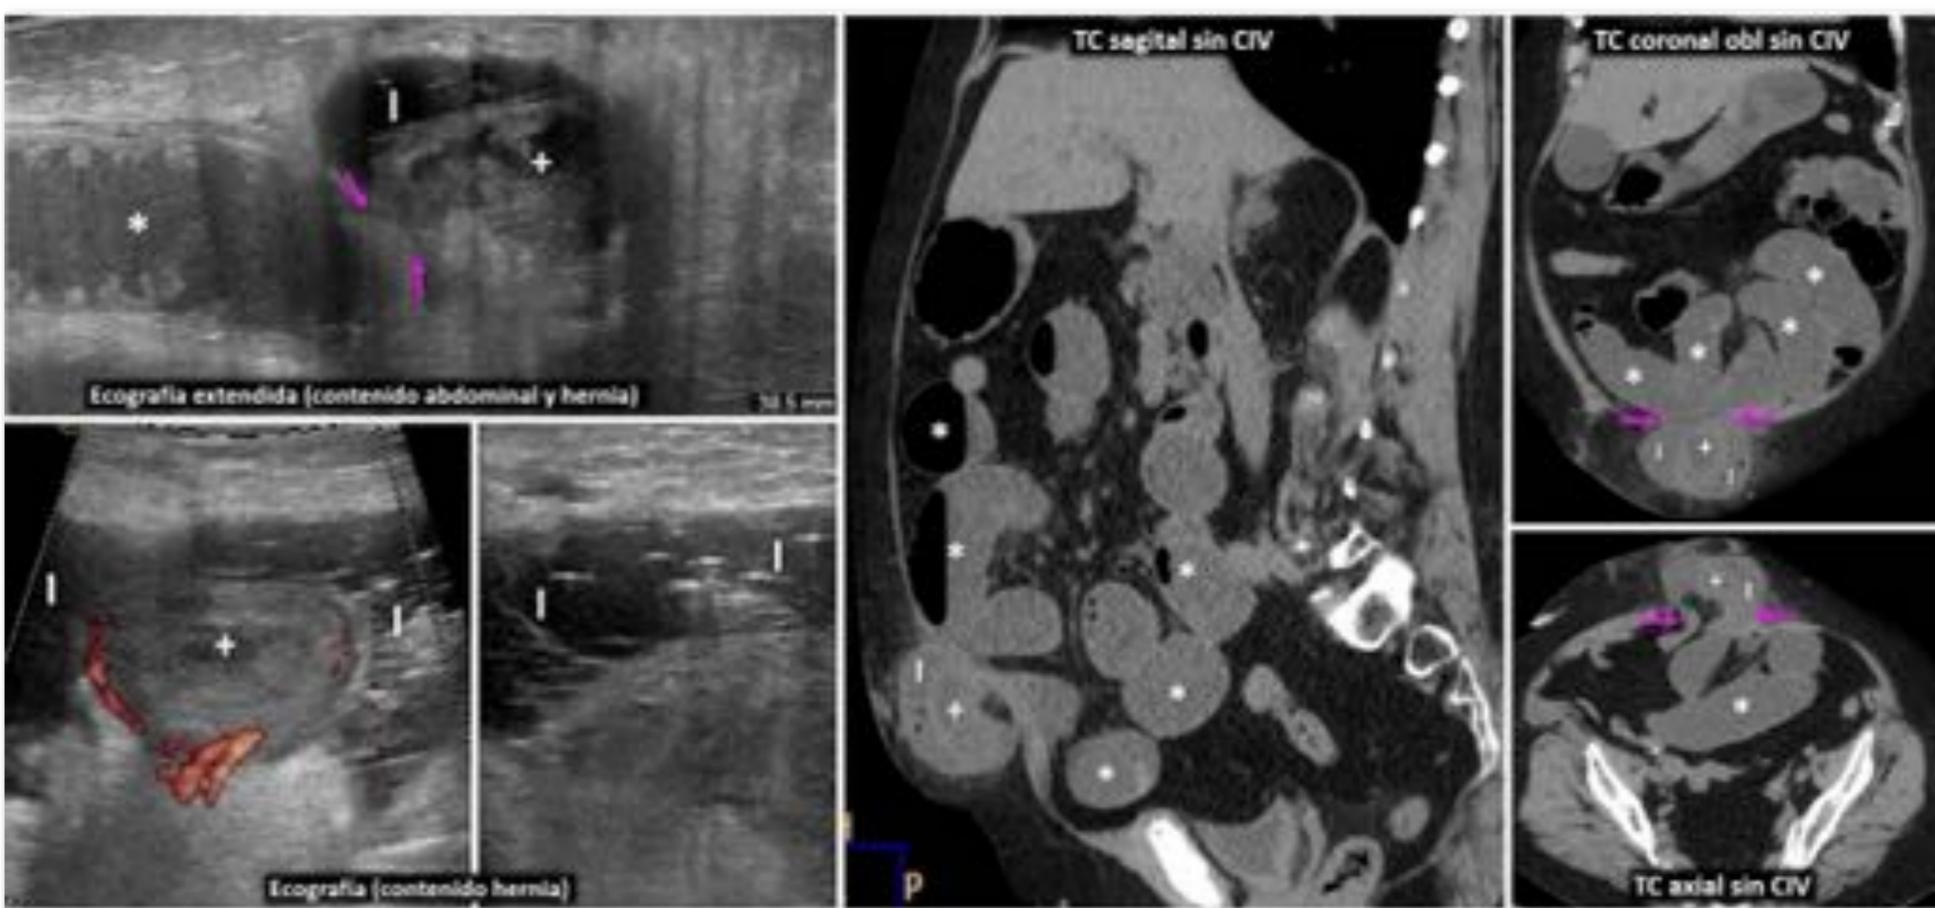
Eventración hipogástrica encarcelada y estrangulada con perforación intestinal. Mujer de 73 años. Antecedente de histerectomía. Insuficiencia renal en diálisis peritoneal con cierta función residual. Dolor abdominal y vómitos. Dilatación intestinal proximal (*). Eventración hipogástrica con intestino colapsado (+) y una colección líquida (l) con burbujas de gas. Tanto las burbujas de gas como la diferenciación ente el intestino y la colección líquida se reconocen con mucha más claridad en la ecografía. Flechas rosas: anillo herniario. Cirugía: asa necrosada y perforada (resección de 12 cm). Buena evolución clínica. Véase también el Vídeo (14'26'').
